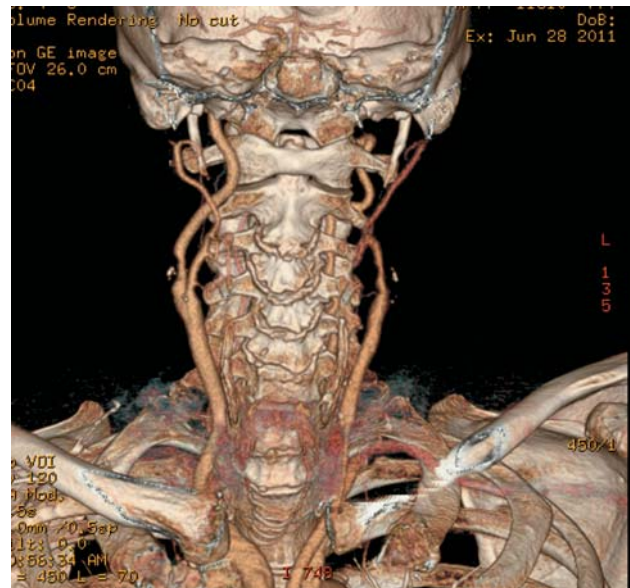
Мультиспиральная компьютерная томограмма пациента до операции (3D-реконструкция).
